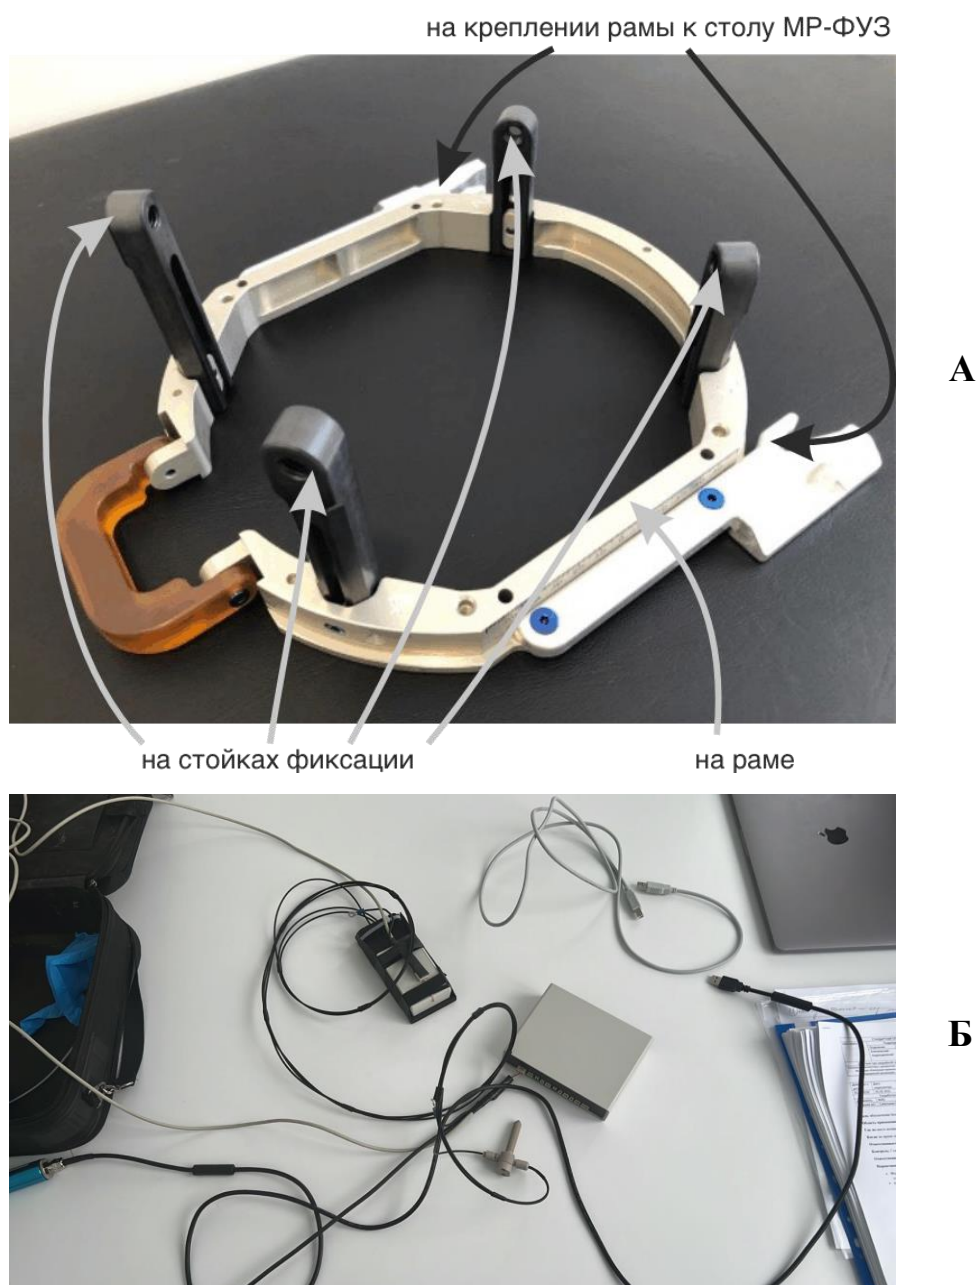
МРТ-совместимое устройство для регистрации гиперкинеза головы у пациентов с цервикальной дистонией.
